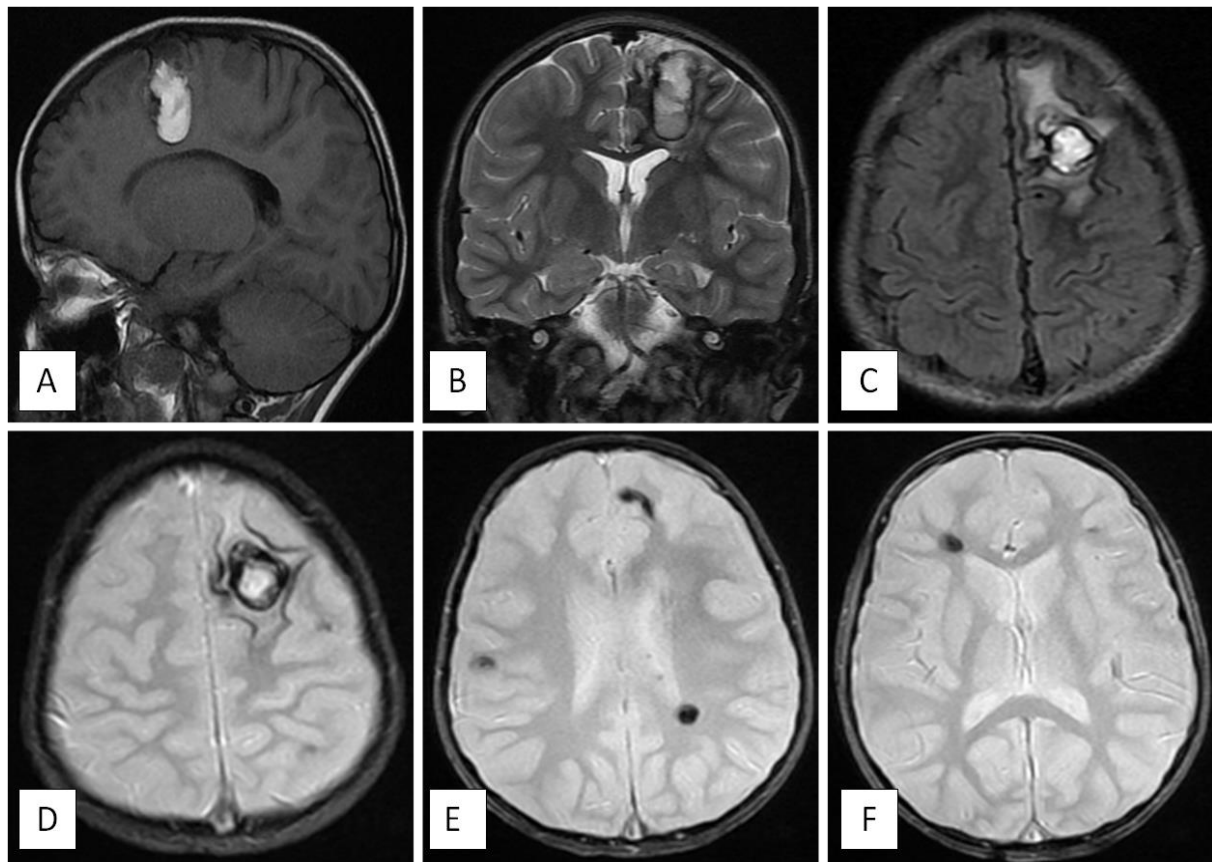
L'IRM cérébrale montre la présence d'un hématome intra-parenchymateux frontal gauche décrit en hypersignal T1 (coupe sagittale : A) et T2 (coupe coronale : B) entouré d'une collerette en asignal T2 et T2* (coupe axiale : D), avec un œdème péri-lésionnel en hypersignal FLAIR (coupe axiale : C) en rapport avec un hématome sur cavernome. Présence également de quelques lésions en asignal T2, T2* (coupe axiale : E, F), cortico sous corticales et péri-ventriculaires et de l'hémisphère cérébelleux droit de taille millimétrique en rapport avec des petits cavernomes : Cavernomatose.
